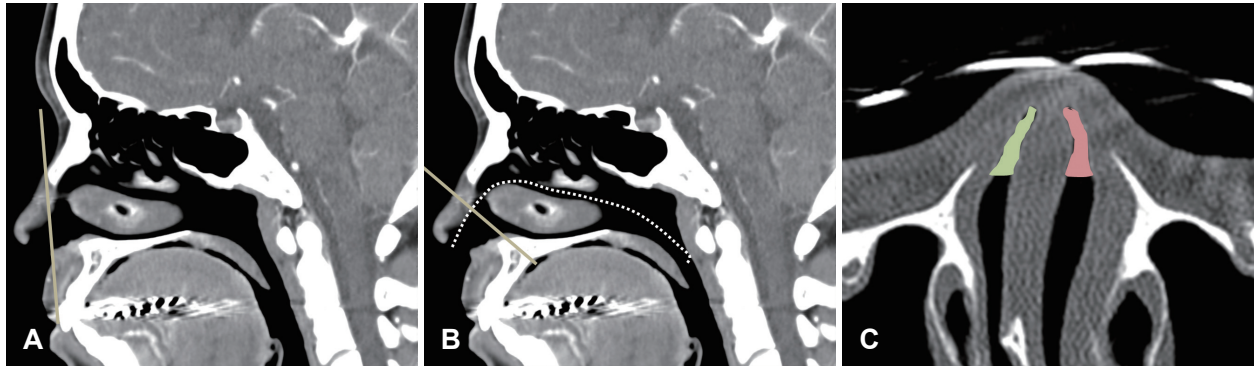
Three methods to measure the INV in the CT. A: Conventional coronal view to measure the anterior end of INV on the image taken perpendicular to hard palate. B: Reformatted coronal view to measure the anterior end of INV on the image taken perpendicular to the acoustic path (45°–55° from hard palate). C: The axial plane (parallel to skull base) to measure the true valve area of the INV on the image of the most caudal aspects of the upper lateral cartilages. INV, internal nasal valve.
